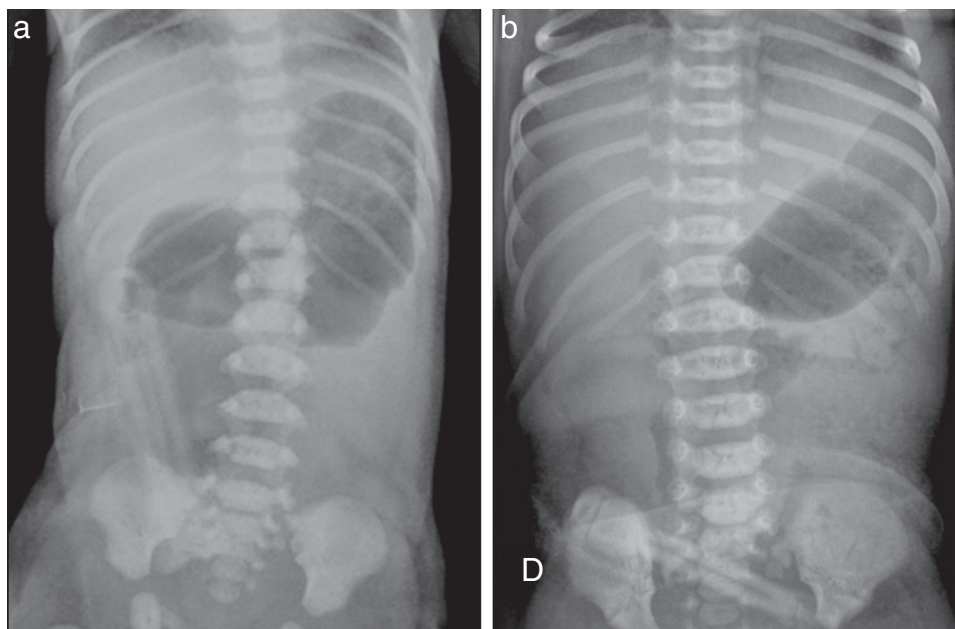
a) Obstrucción intestinal alta completa. Radiografía de abdomen que muestra el signo de la doble burbuja en un recién nacido con atresia duodenal. b) Obstrucción intestinal alta parcial. Radiografía de abdomen que muestra una dilatación gástrica con escaso gas en un neonato con vómitos biliosos. El diagnóstico definitivo fue un vólvulo de intestino medio.
